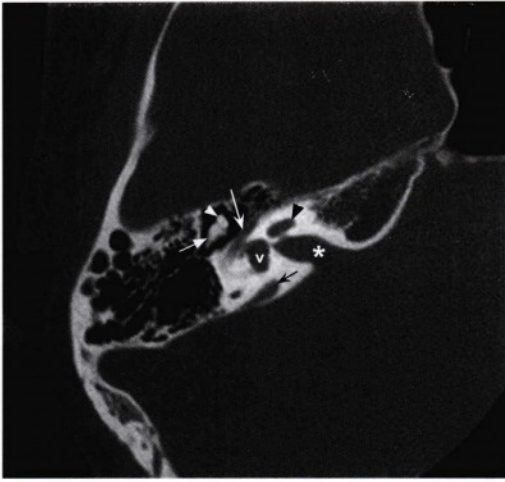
更下方通过内听道(星号)水平的轴位骨窗CT图像,显示面神经管的鼓室段(白凹箭头)向后方的行程。显示内耳结构包括耳蜗(黑直无尾箭头)和前庭(V)。在中耳腔内,可见锤骨头(白直无尾箭头)和钻骨体(白直箭头)行成“蛋卷冰淇淋”状外观。前庭导水管(黑凹箭头)呈现轻度增强。
